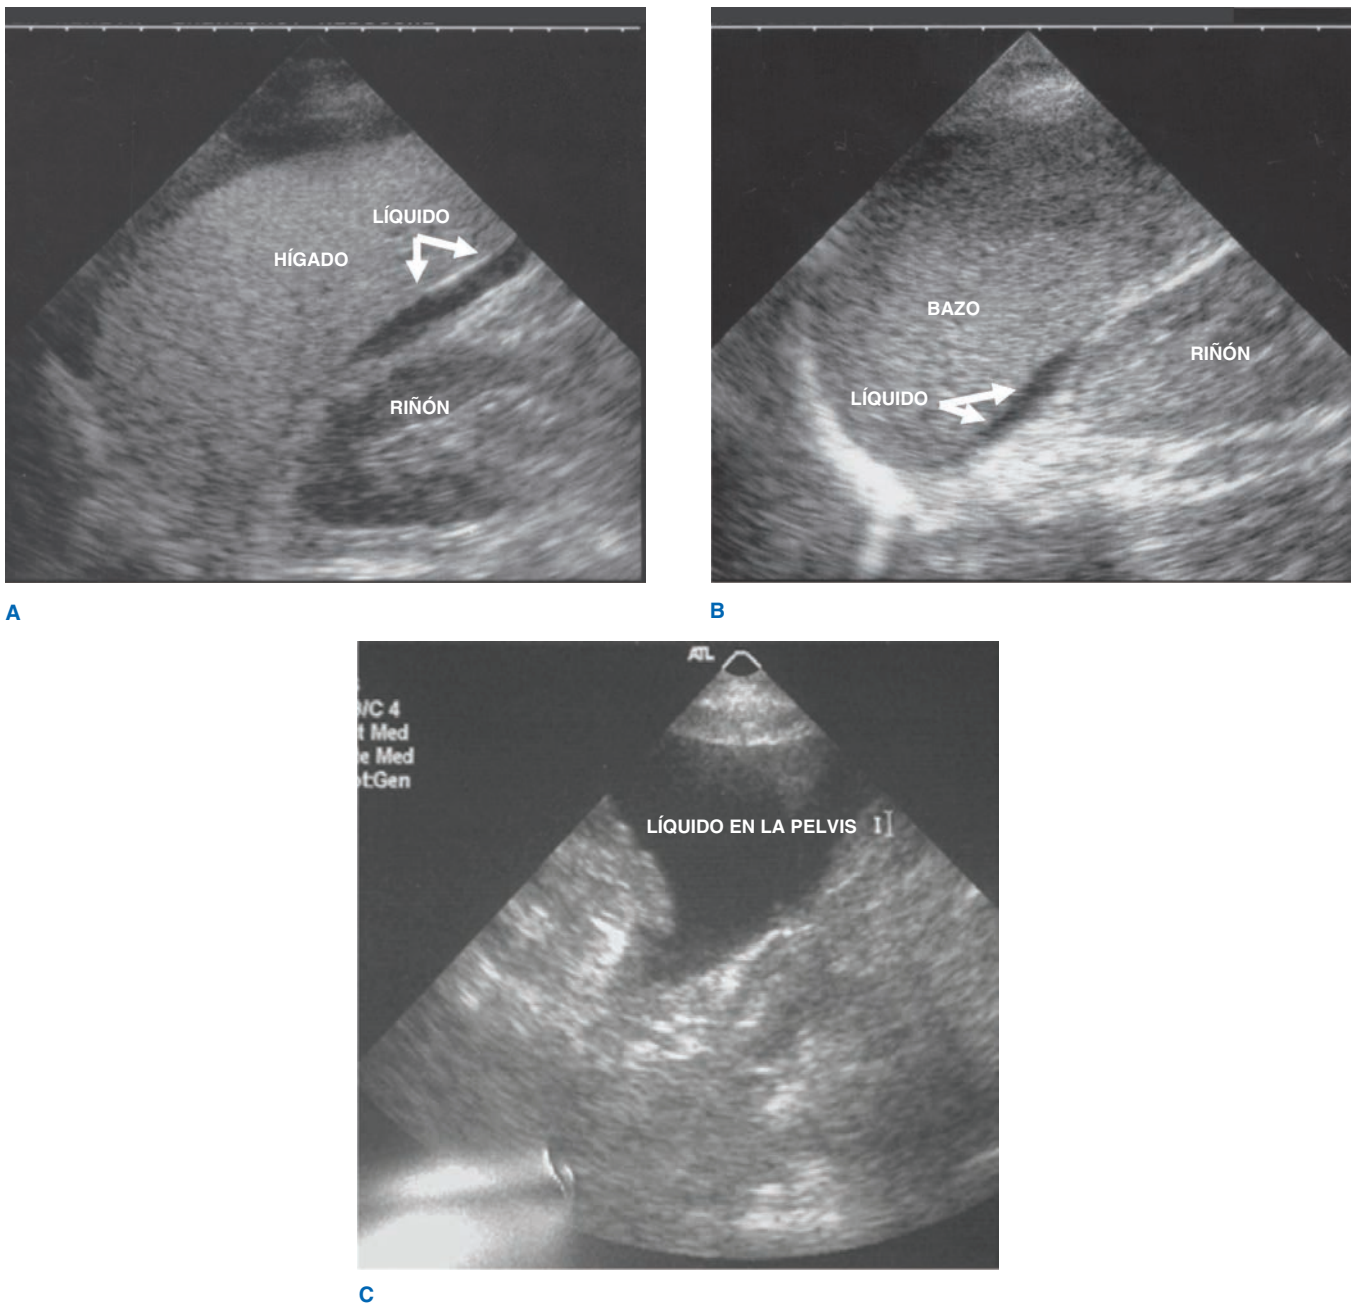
La ecografía abdominal dirigida para traumatismos detecta hemorragia intraabdominal. Se sospecha hemorragia cuando existe una zona de líquido visible entre el riñón derecho y el hígado (A), entre el riñón izquierdo y el bazo (B), o en la pelvis (C).
